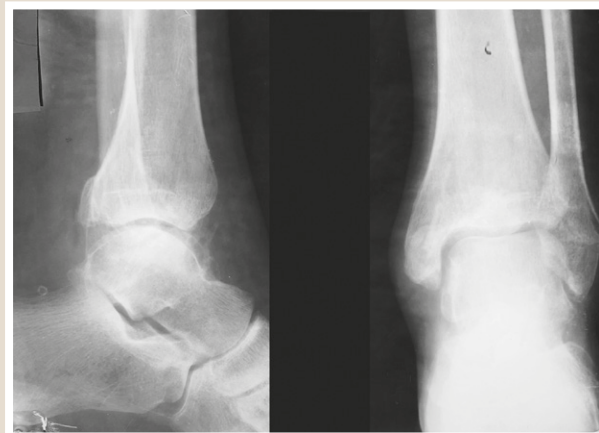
Фотовідбитки з рентгенограми хворого Ж. на 25 тижнів після операції.
